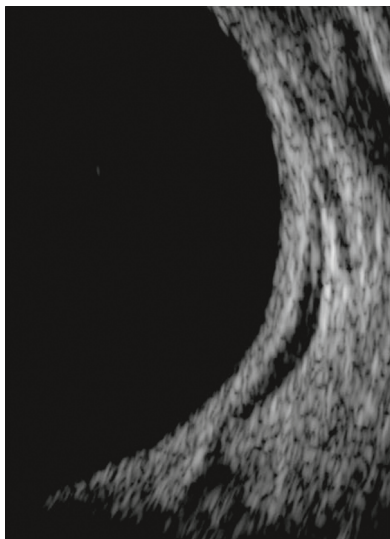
Aspect échographique d'une infiltration lymphomateuse, hypoéchogène, en arrière du pôle postérieur à explorer par IRM.
